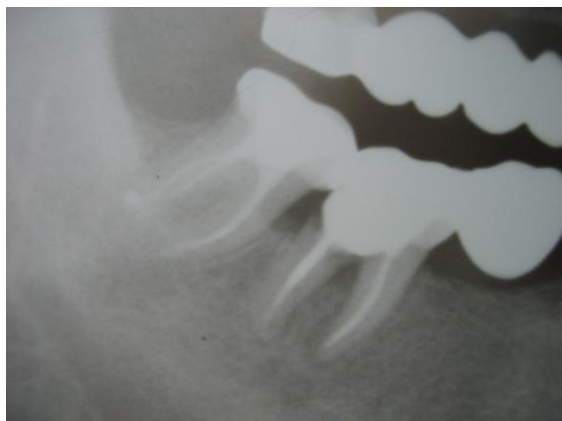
Рентгенограмма зуба 4.7 пациентки Л.: а — до лечения; б — через 5 лет после лечения
